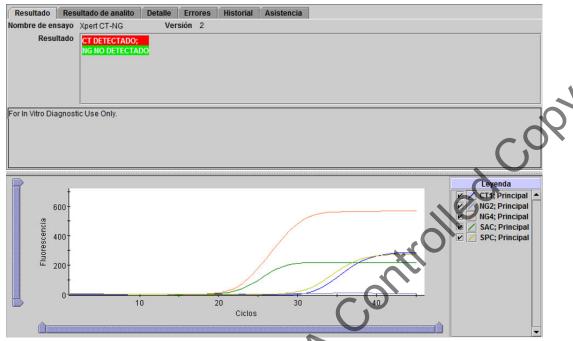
Xpert CT_NG - CT detectado y NG no detectado
